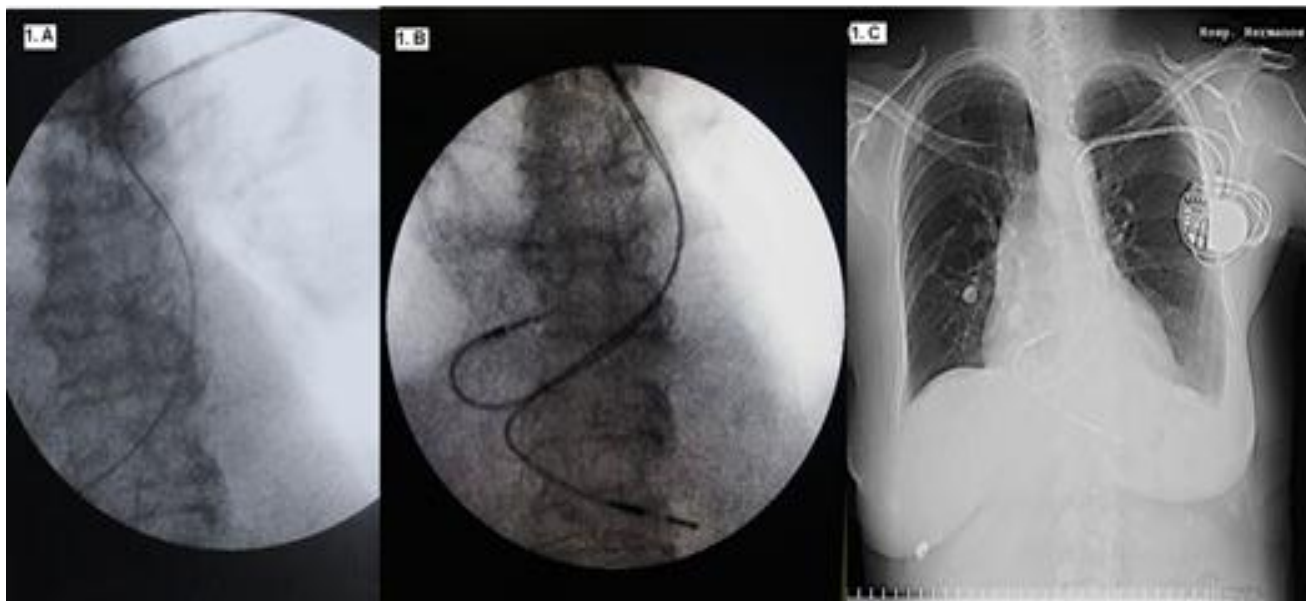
A. Imagen fluroscópica donde se observa el trayecto anómalo de la guía de punción de la vena subclavia izquierda, la que desciende por el borde paravertebral izquierdo. B Ubicación final de los electrodos en la orejuela derecha y en el ápex del ventrículo derecho. C Radiografía de tórax en vista anteroposterior, tomada a las 24 horas del implante y con adecuada posición de las sondas endocavitarias
